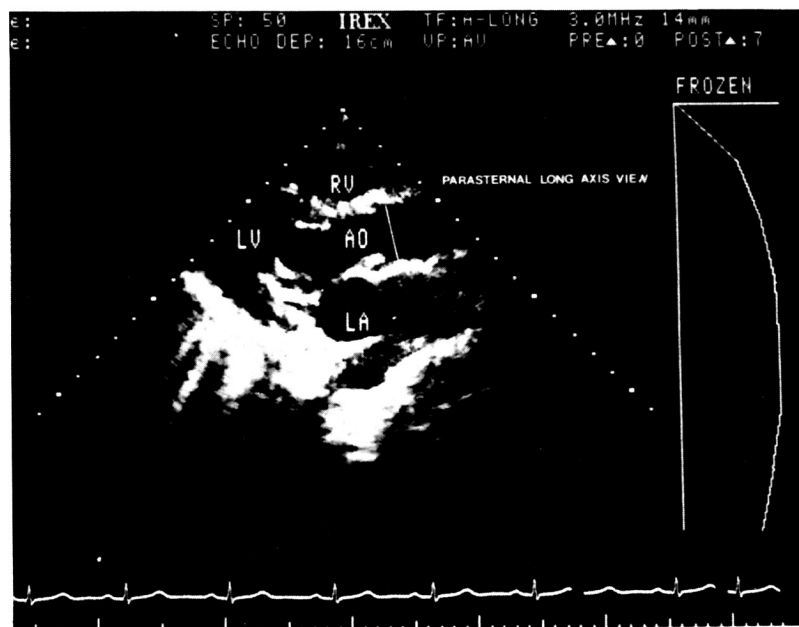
Parasternal long axis view used for measuring the diameter of the aorta in systole. (RV: Right Ventricle, LV: Left Ventricle, AO: Aorta, LA: Left Atrium)
